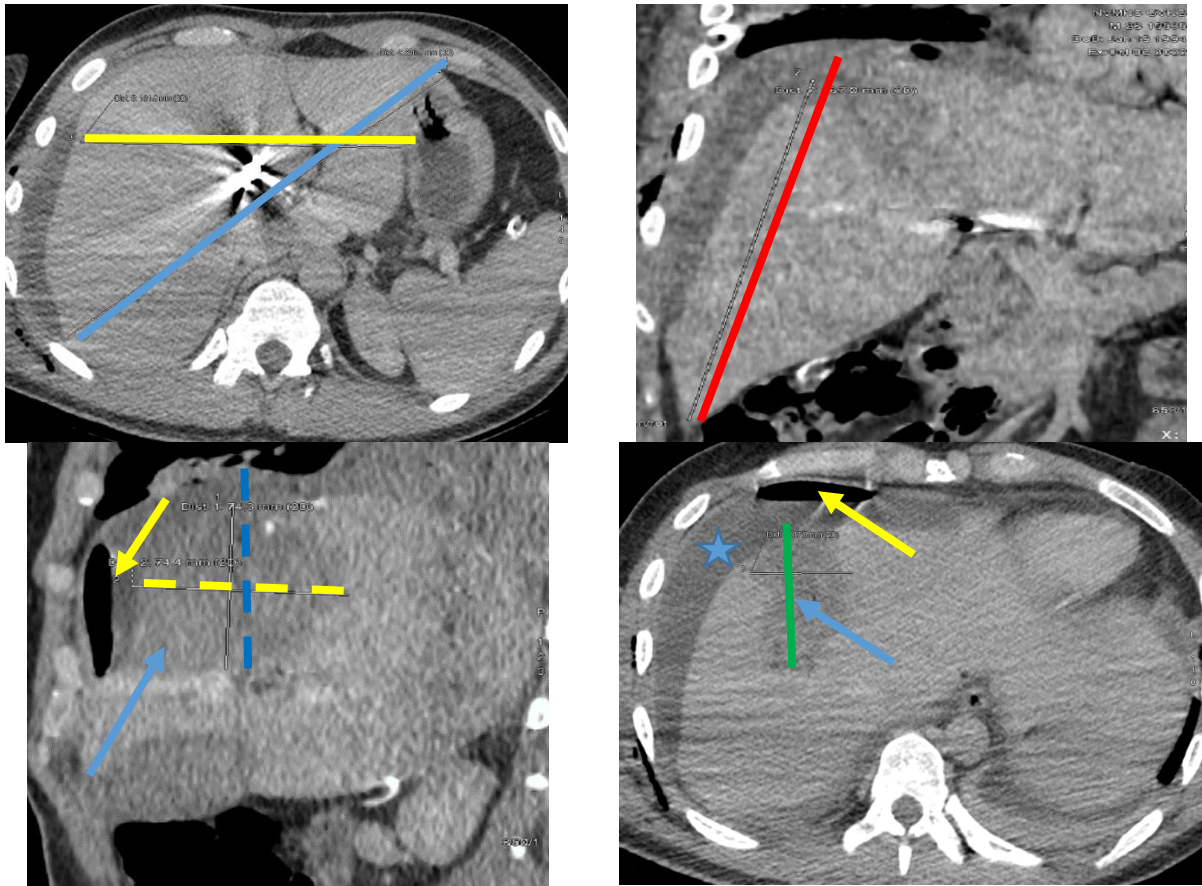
Томограми постраждалого Т., 32 р., з кульовим сліпим пораненням печінки. Балістична волюмометрія. АФЗ печінки: ПЗР печінки 230,8 мм (голуба лінія); СР печінки 161,8 мм (жовта лінія). ККР печінки 187,0 мм (червона лінія). РК печінки довжина 74,4 мм (синя пунктирна лінія); ширина 73,3 мм (жовта пунктирна лінія); забій печінка (голуба стрілка); обмежений пневмоперитонеум (жовта стрілка). Товщина РК печінки 47,5 мм (зелена лінія); забій правої частки печінки, щільність 38,3 од. НУ (голуба стрілка); абдомінальний випіт, трансудат, щільність 9,3 од. НУ (голуба зірочка)
